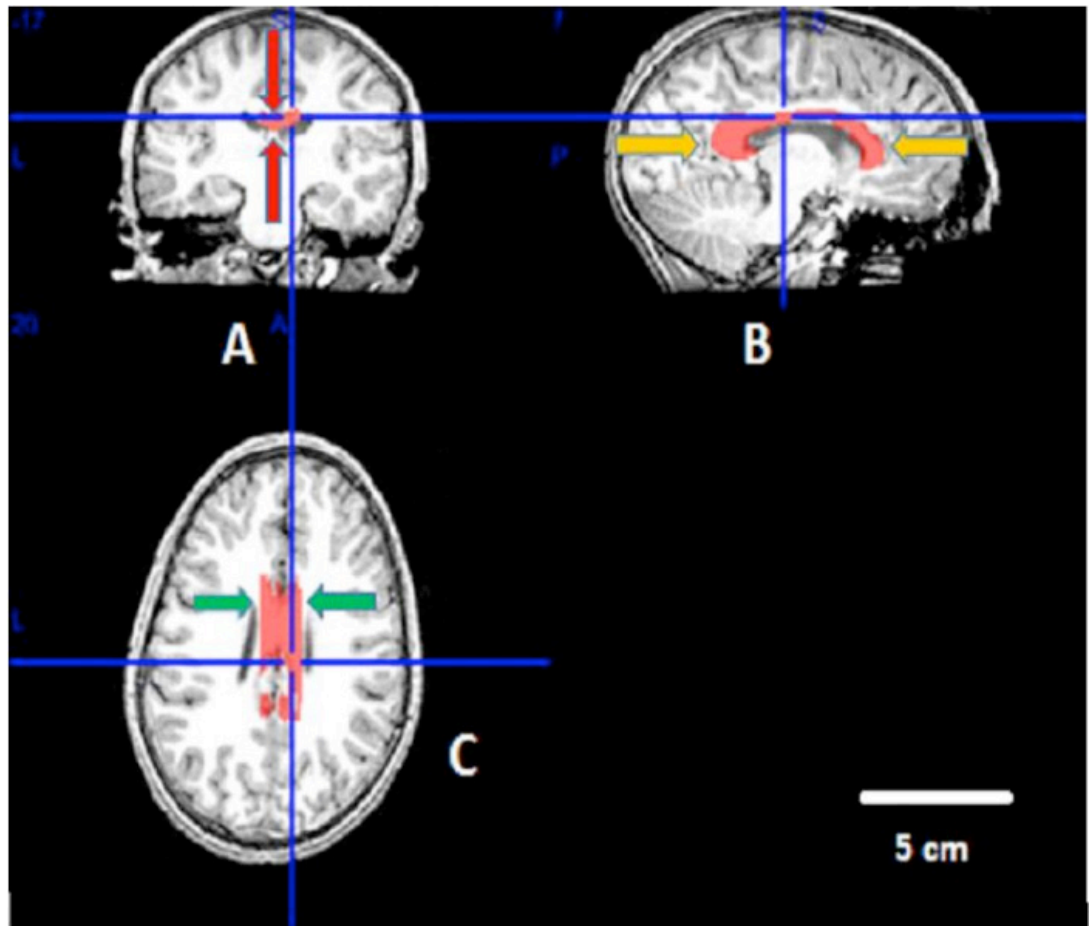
Cortes ressonância magnética cerebral de indivíduo com autismo. Análise morfológica do corpo caloso no software MRICron. Em rosa, resultado das marcações de todos os cortes que demonstram o corpo caloso de um indivíduo. As setas vermelhas, em A, demonstram a altura do corpo caloso. As setas de cor laranja, em B, demonstram o comprimento máximo do corpo caloso deste indivíduo. As setas verdes em C, demonstram a largura deste corpo caloso. As linhas de grade em azul orientam a região da estrutura que trabalhamos, além de ajudar no alinhamento das imagens torcidas. bar 5cm.
